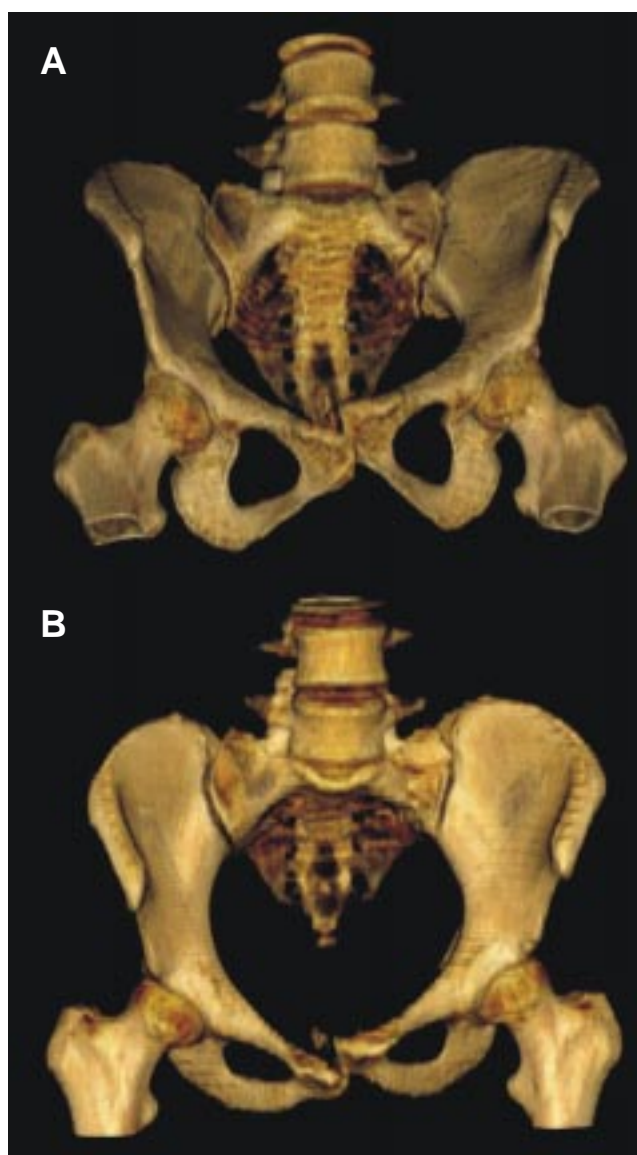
A y B: Correlación con tomografía axial computarizada 3D de la inestabilidad anterior.
